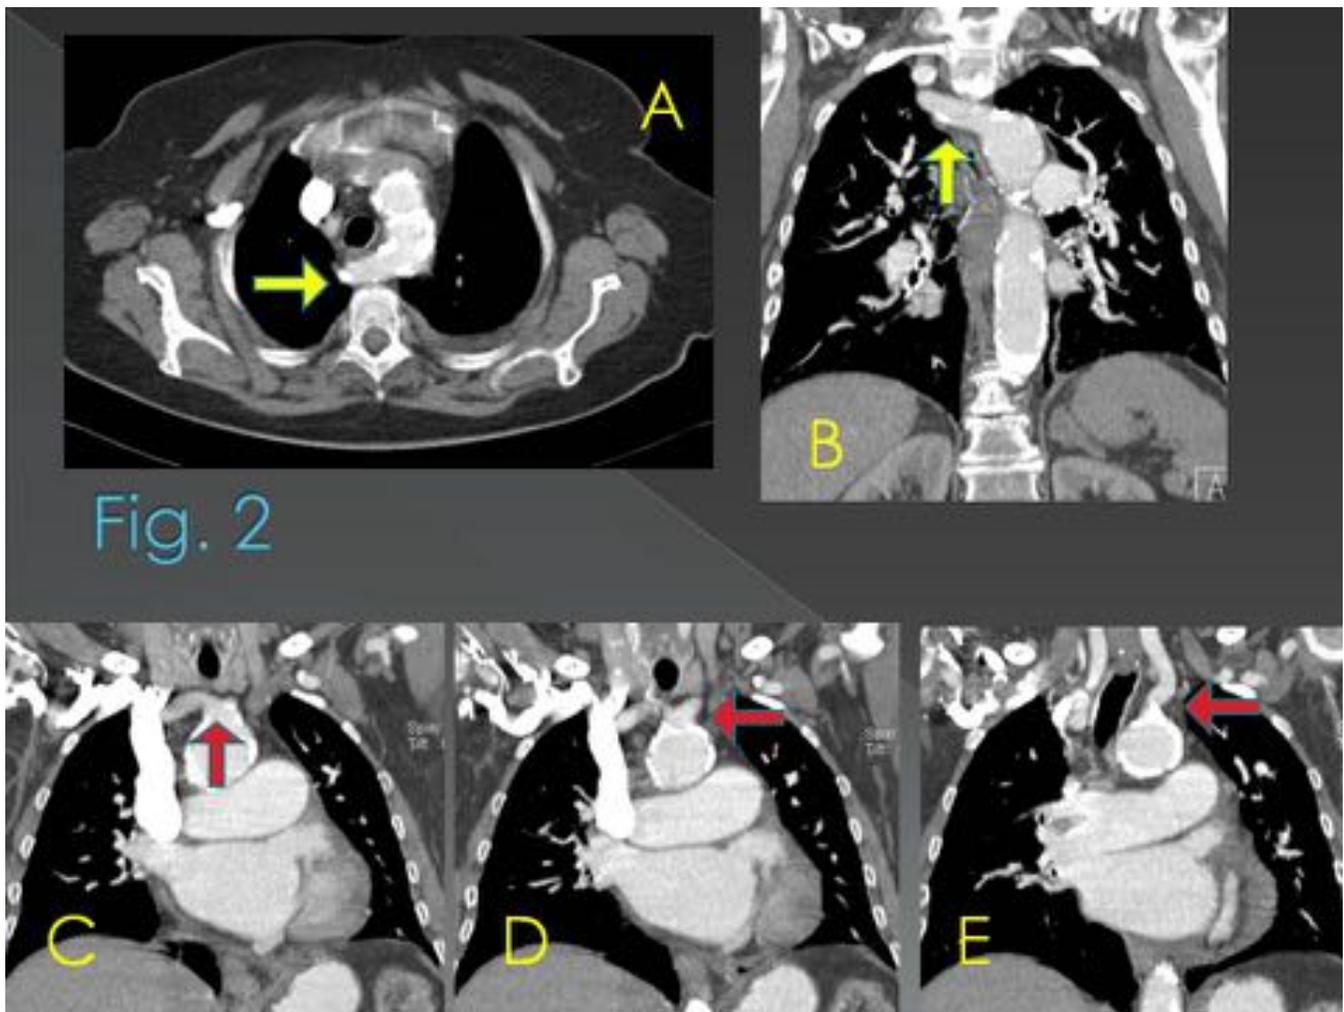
Imágenes axial (A) y coronal (B) de TC con contraste, que muestra un arco aórtico izquierdo con arteria subclavia derecha aberrante (flechas amarillas). Imagen coronal (C, D, E) muestra un origen común de ambas carótidas como variante anatómica (flechas rojas).
